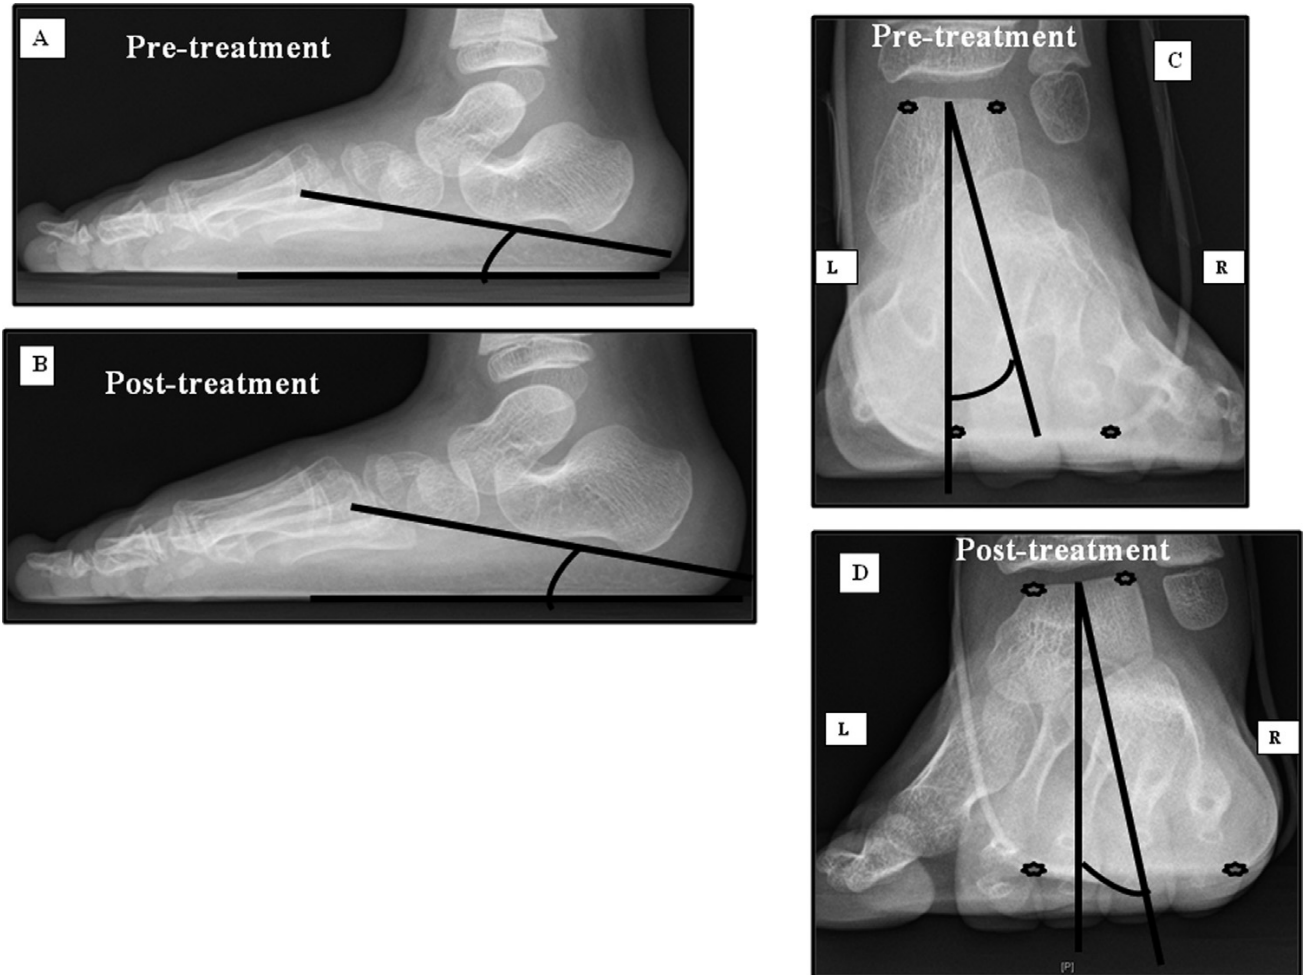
Radiographies de l'arrière-pied montrant les changements de l'angle d'incidence calcanéenne (A et B), et l'angle antéro-postérieur de la cheville (valgus de l'arrière-pied) (C et D) avant et après le traitement.
